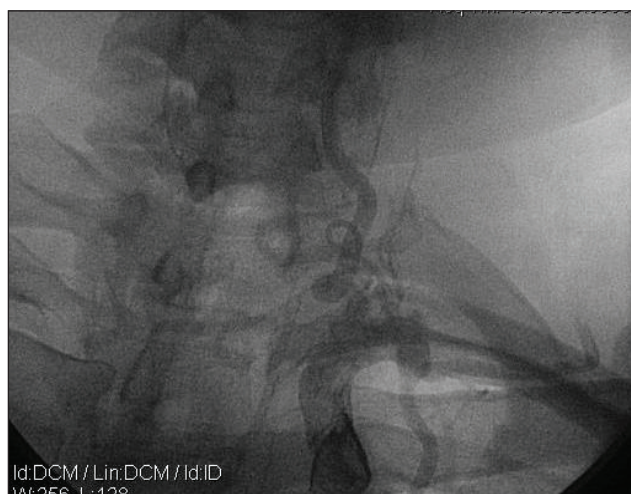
Рентгеноконтрастна ангіографія хворого А. Візуалізується петлеподібний "кінкінг" І сегмента лівої ХА
